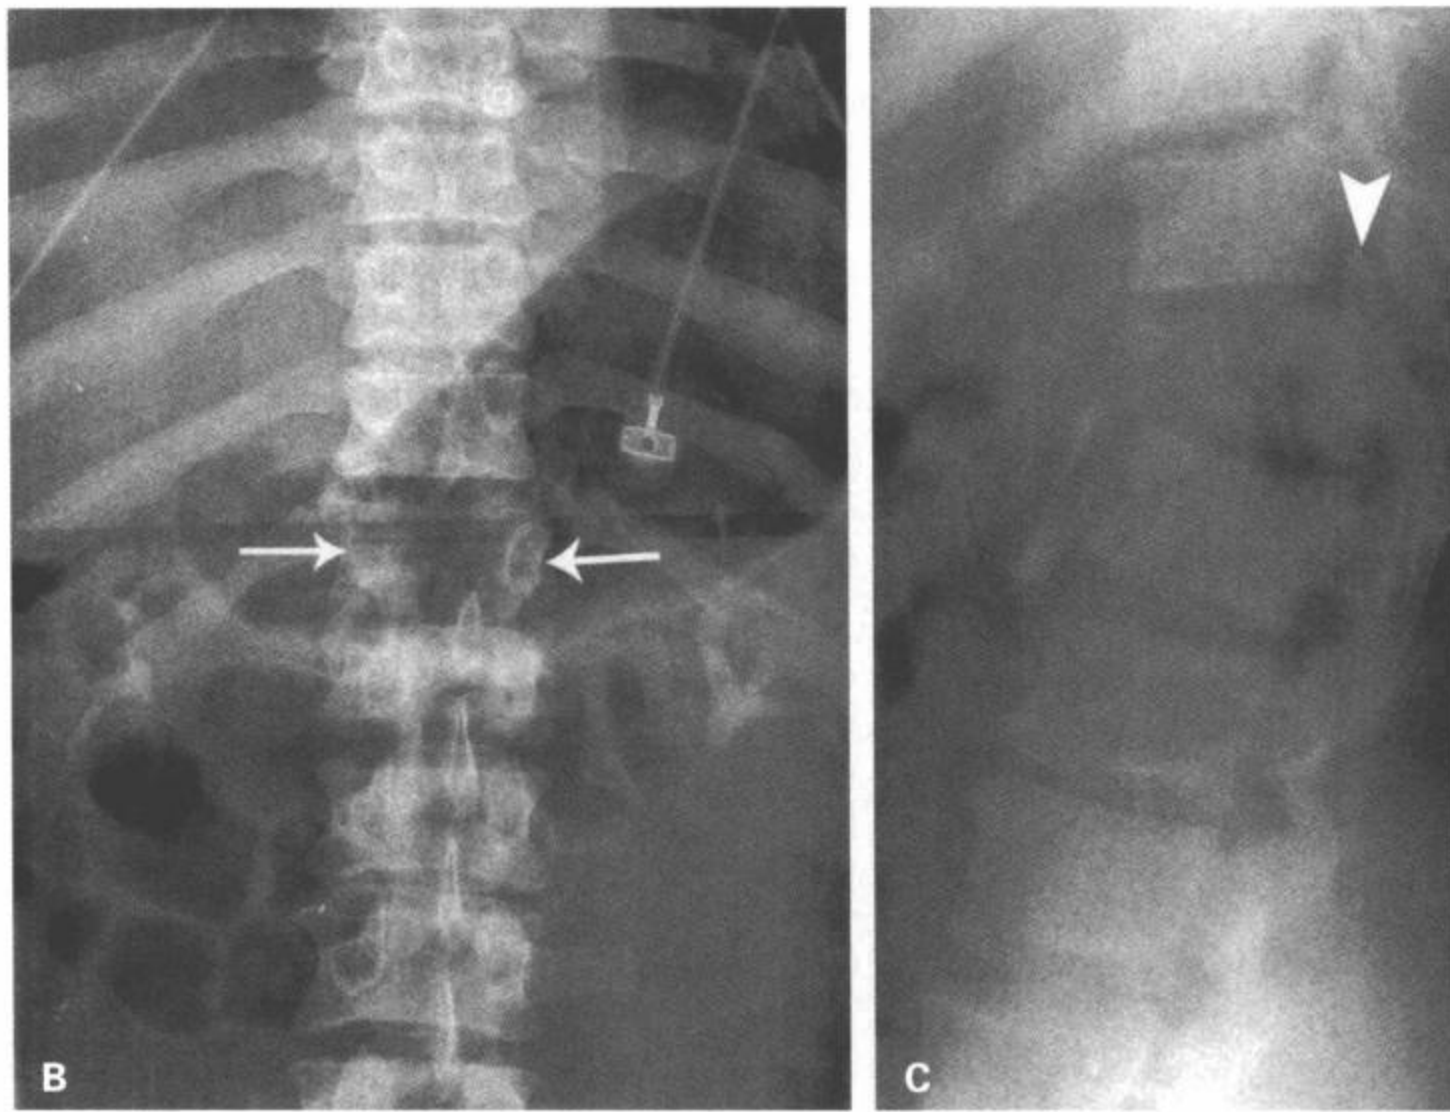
损伤的屈曲分离机制。A:这个机制包括典型的“安全带”损伤。屈曲力集中于脊椎前部，导致的分离经过后部结构延伸到前柱。损伤的分离特性常使病人的神经功能保持完整，尽管可能有腹部重要脏器的损伤。这种机制导致典型Chance骨折（纯骨性）和Chance骨折的变异（软组织或骨/软组织兼有）。AP（B）平片上显示T12椎弓根间距（箭）和棘突间距增宽，这些表现符合屈曲分离骨折。侧位片上显示（C）急性过屈变形伴椎体前部高度减低，这是屈曲矢量的特征。
